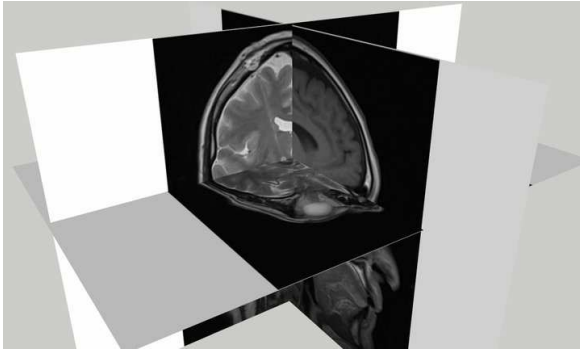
RMN posoperatoria y reconstrucción en 3D, mostrando el lugar de la micro lesión a nivel del núcleo subtalámico.
